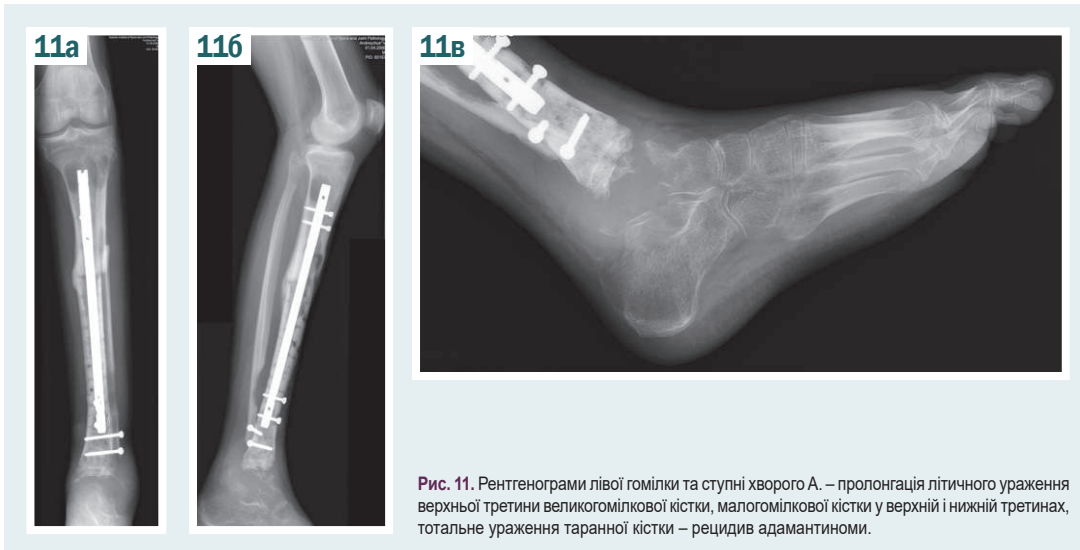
Рентгенограми лівої гомілки та ступні хворого А. – пролонгація літичного ураження верхньої третини великогомілкової кістки, малогомілкової кістки у верхній і нижній третинах, тотальне ураження таранної кістки – рецидив адамантиноми.
